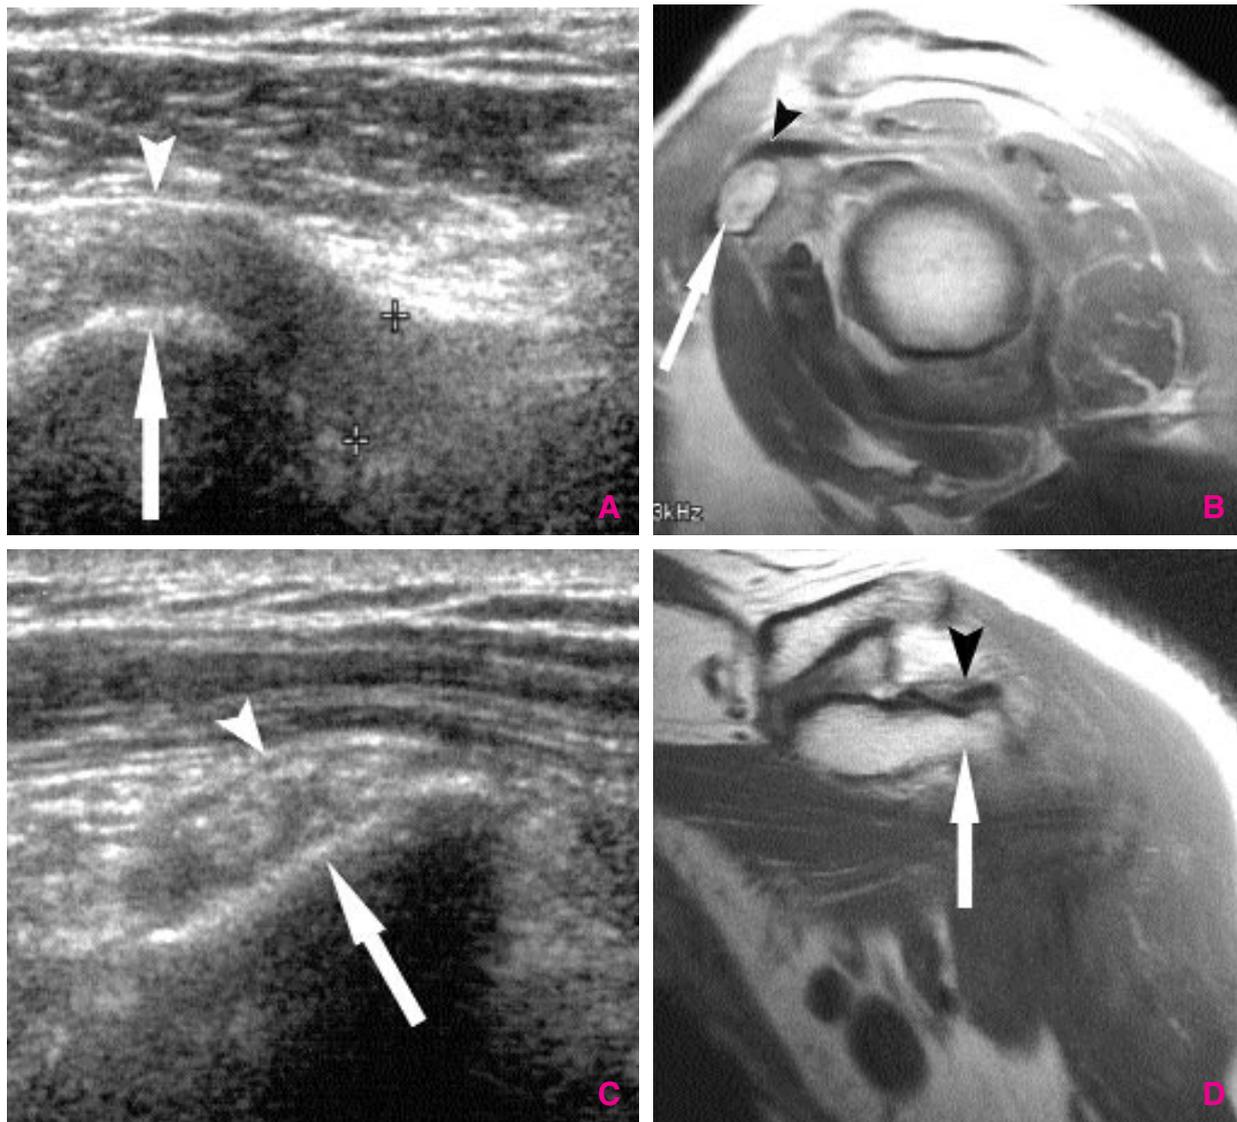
A, B, C et D) Aspect échographique (A et C) et IRM (B et D) de la variation anatomique de l'insertion du muscle petit pectoral (tête de flèche) dans son grand axe (A et B) et dans son petit axe (C et D). Noter que ses fibres dépassent l'apophyse coracoïde (flèche).
